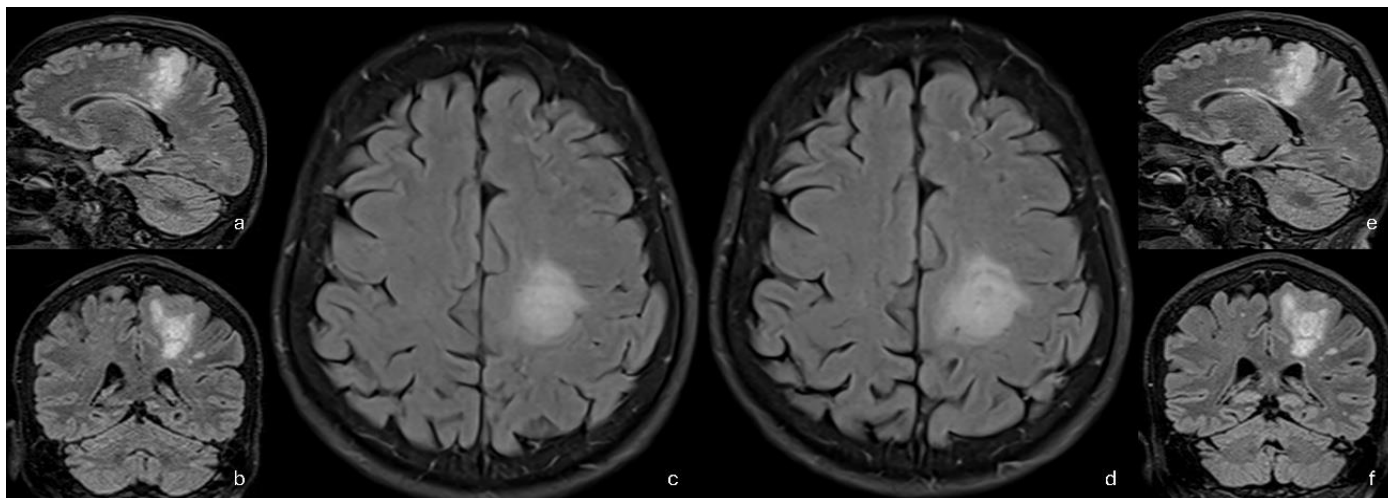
Comparación entre estudios de resonancia magnética cerebral realizados con un intervalo de un mes.
